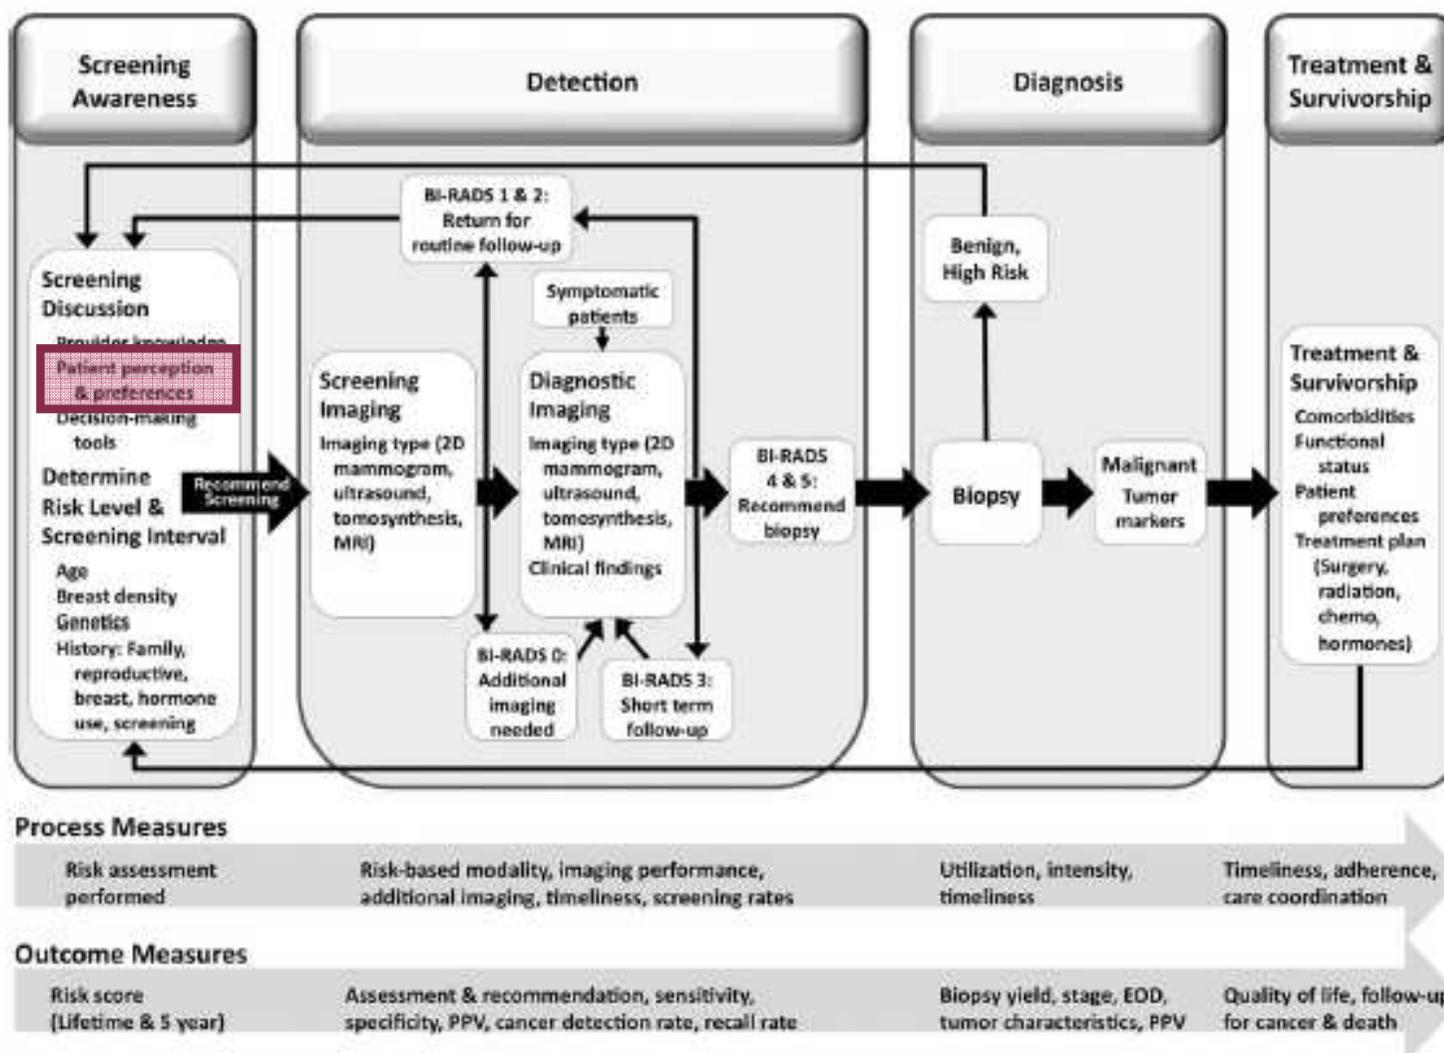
A conceptual model of care delivery across domains is presented that represents risk-based and preference-based care within multilevel systems. BI-RADS indicates Breast Imaging-Reporting and Data System; 2D, 2-dimensional; MRI, magnetic resonance imaging; chemo, chemotherapy; PPV, positive predictive value; EOD, extent of disease.
